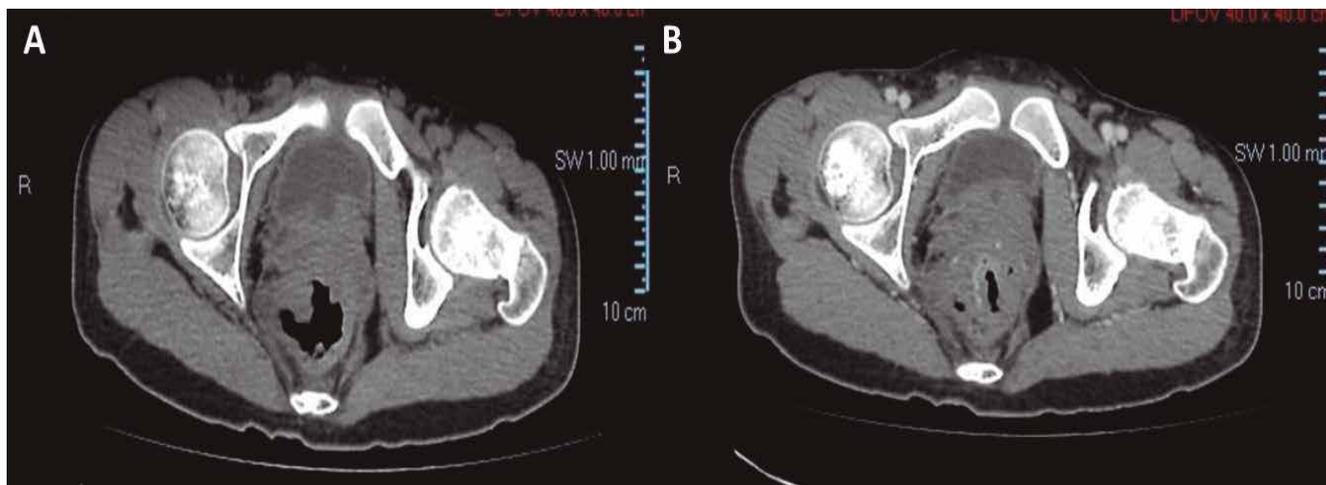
Tomografía computada abdominal y pélvica con sustancia de contraste oral y endovenosa que muestra a nivel del recto una lesión de 21 por 20 milímetros, heterogénea, de aspecto proliferativo y que capta contraste. No se observan adenopatías en el retroperitoneo y cadenas linfáticas ilíacas. El resto de los órganos es de aspecto normal.
